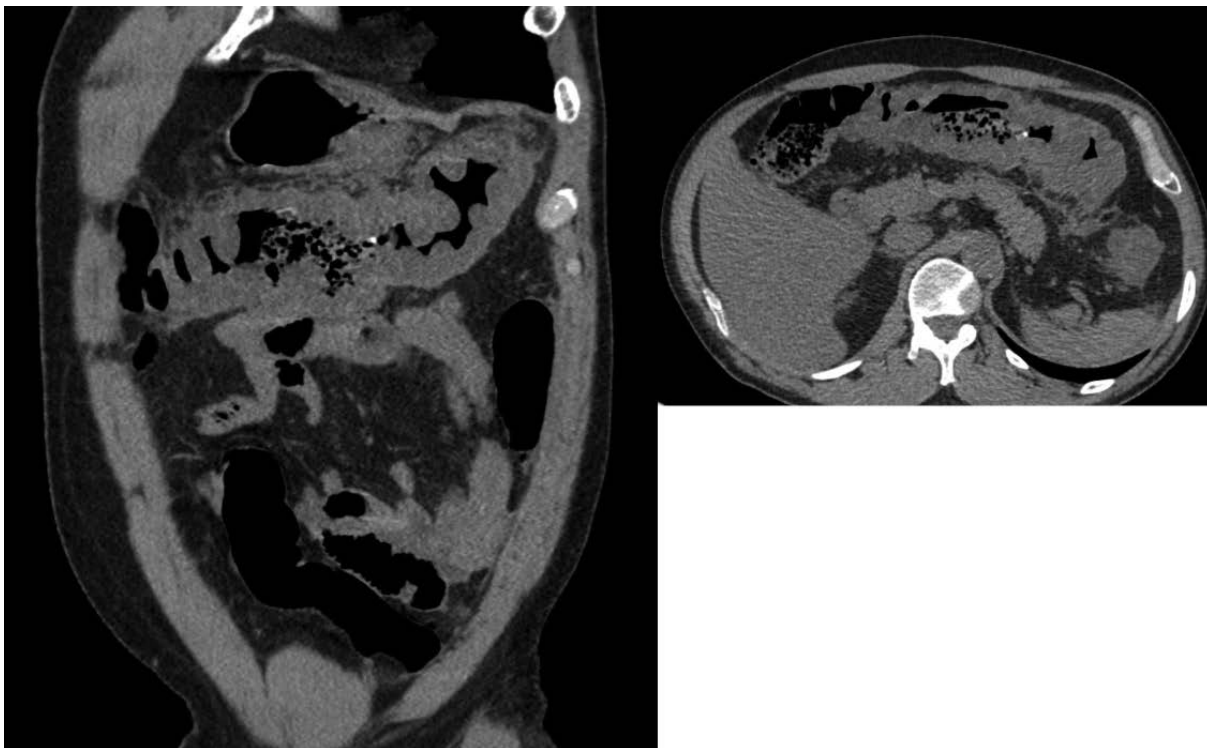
КТ брюшной полости: протяженное утолщение стенок поперечной ободочной кишки от 07.11.2020
